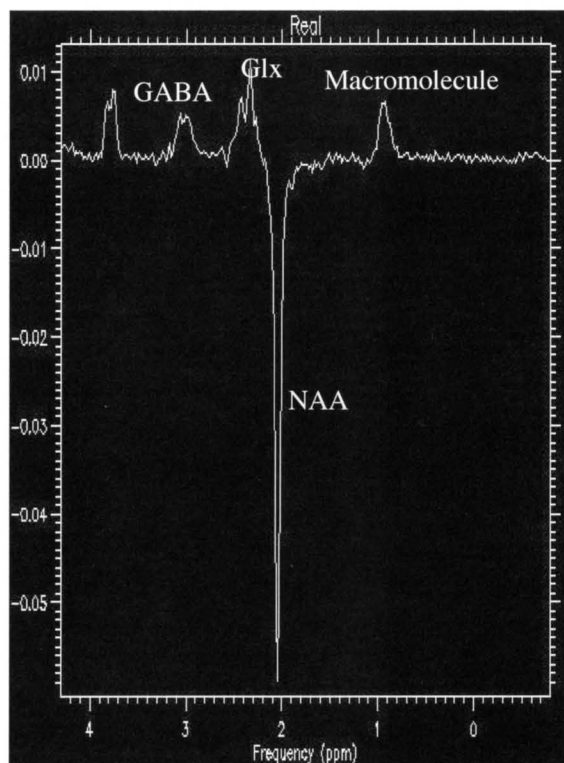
Detection of GABA signal on 3T MRI using MEGA-PRESS by an editing method
